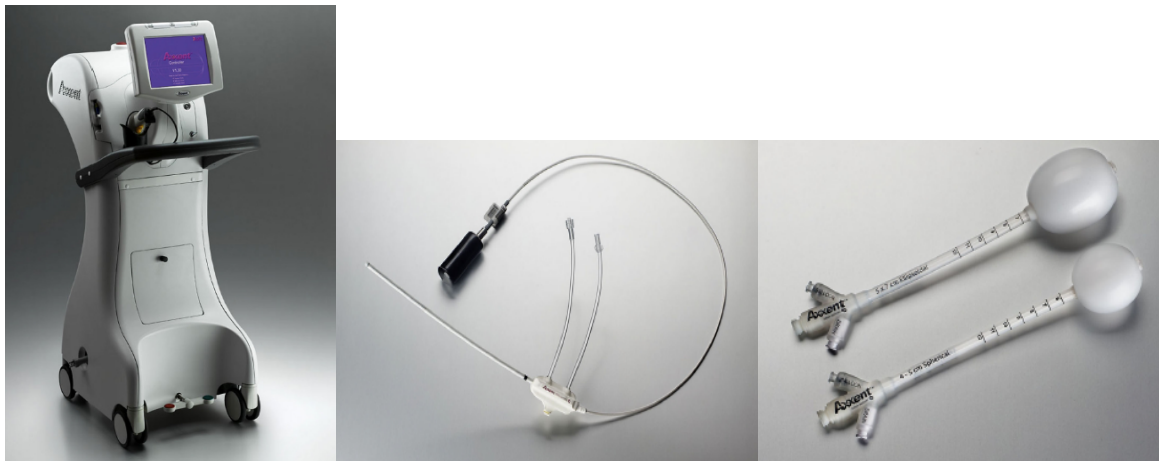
Axxent Electronic Brachytherapie Gerät, links: Steuergerät, Mitte: Röntgen Strahlungsquelle, rechts: Ballonapplikator, mit freundlicher Verwendungsgenehmigung der Springer Nature AG & Co. KGaA<sup>11</sup>
